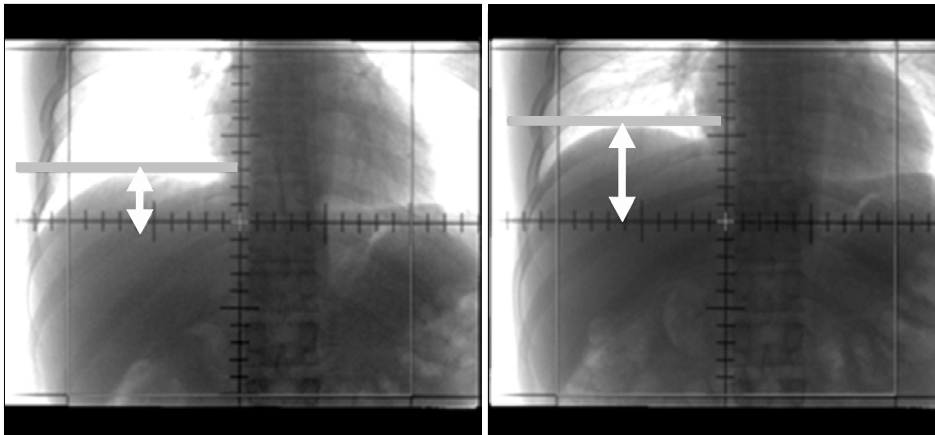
Body-fix to the abdomen did not use x-ray fluoroscopy.
